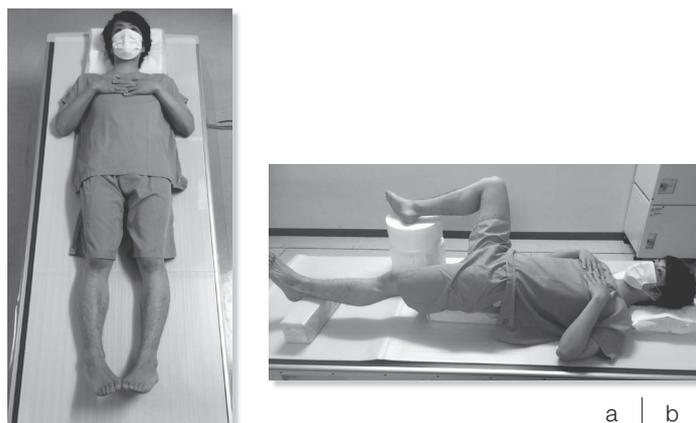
Postural change during hip joint radiography
